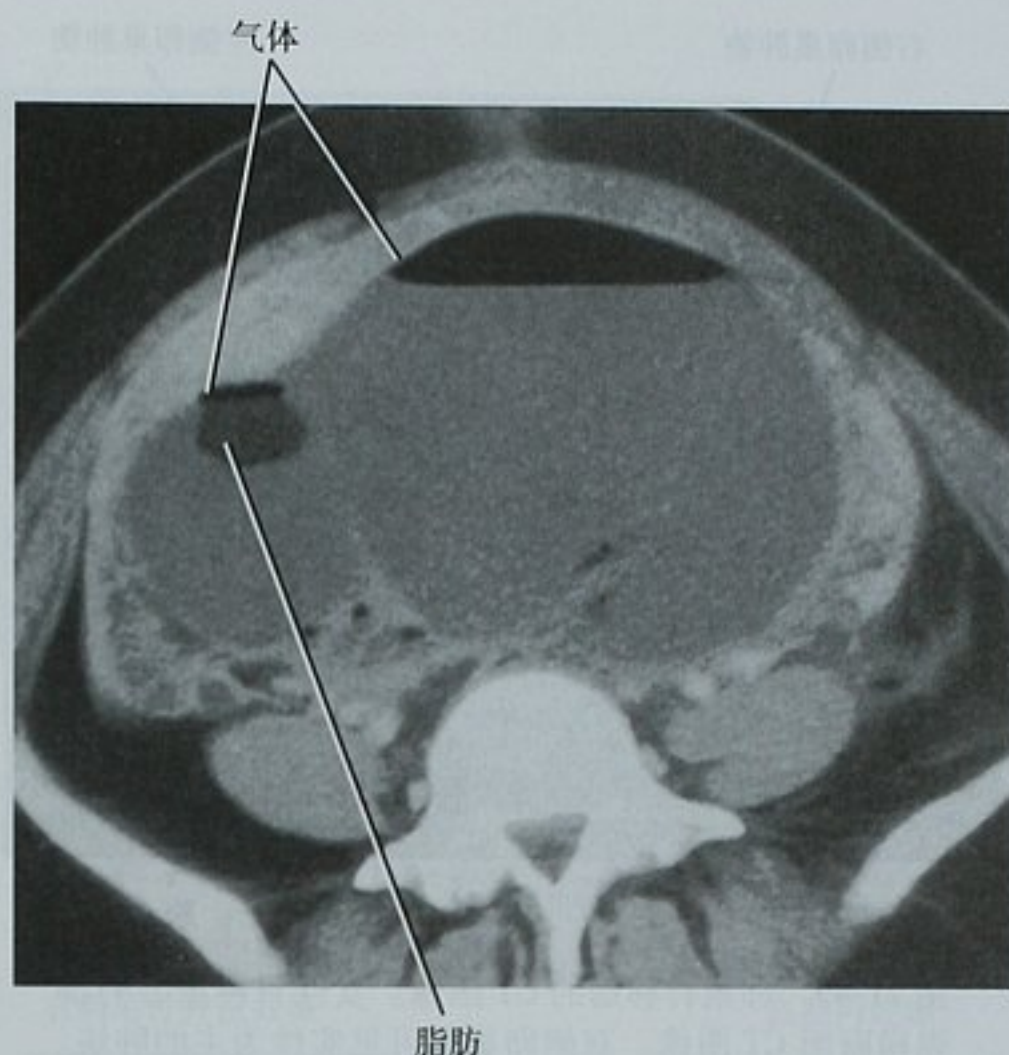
增强横断面 CT 图像显示盆腔一巨大囊性肿块内上方的气体。脂肪(图示)和钙化(未显示)的显示支持成熟囊性畸胎瘤伴感染的诊断。该诊断被手术证实
